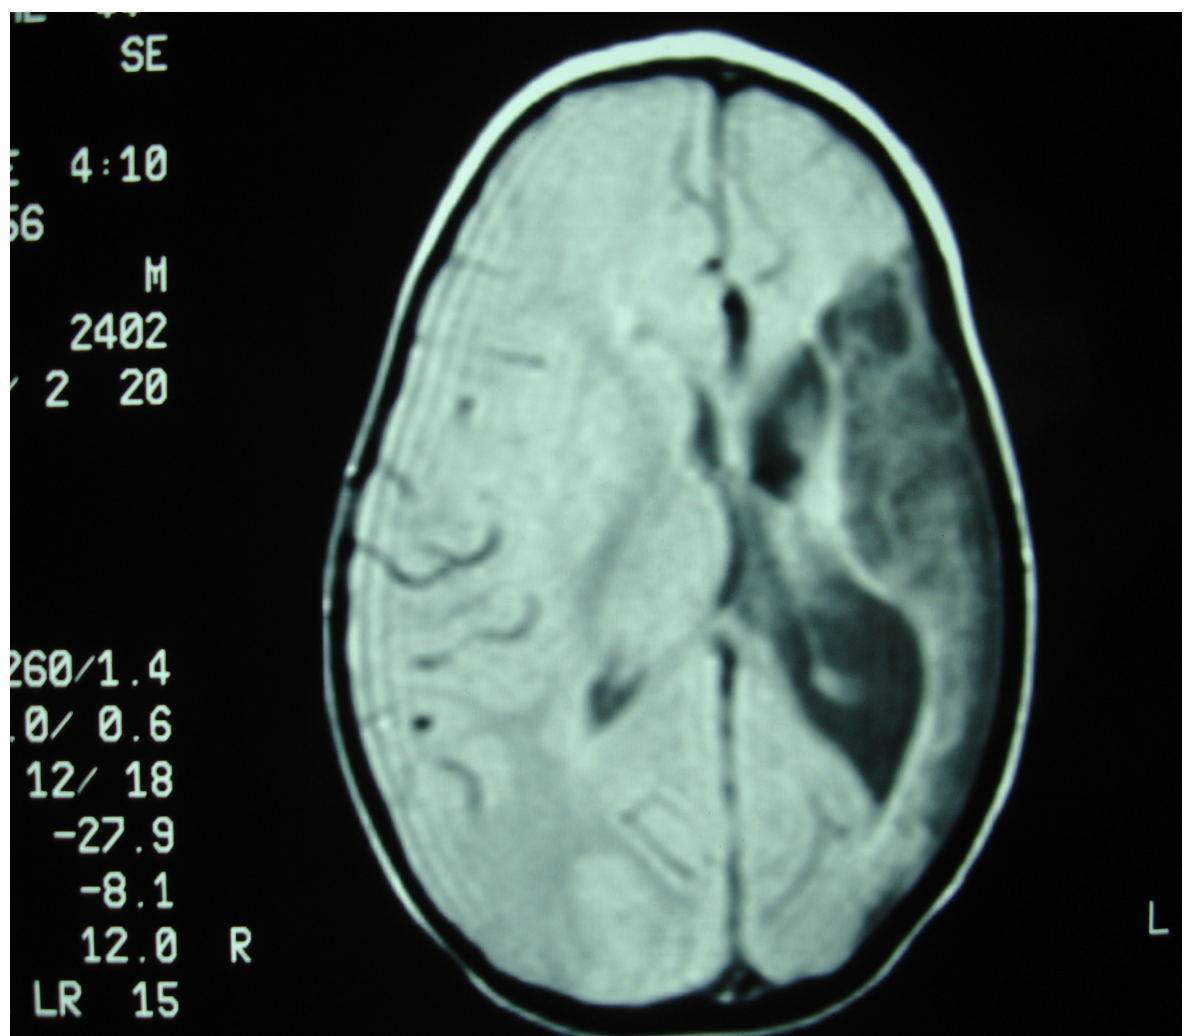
l'esame RM encefalo mostra iposviluppo dell'emisfero cerebrale di sinistra da ostruzione dei rami terminali della cerebrale media.
